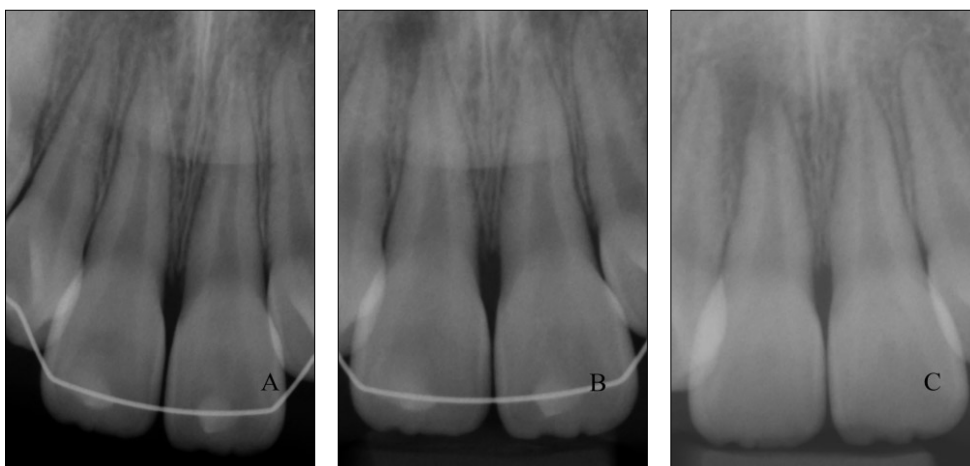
Periapical radiographs of Pre-treatment. (A) First visit. (B) 2 weeks after trauma. (C) 6 weeks after trauma.
